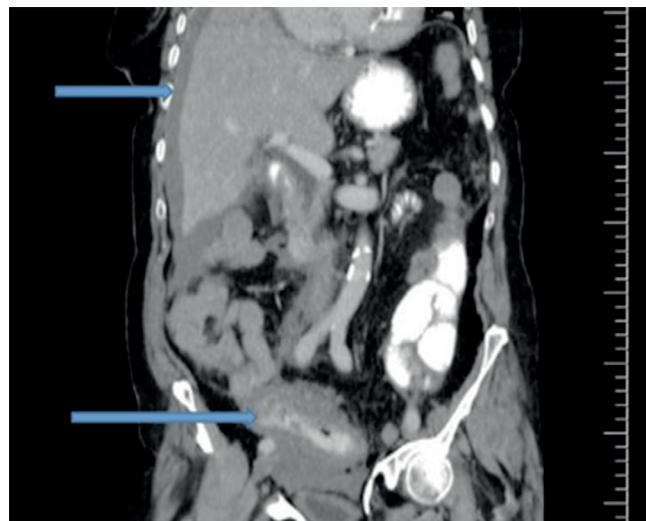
Abdominopelvic computed tomography image of pre-treatment
